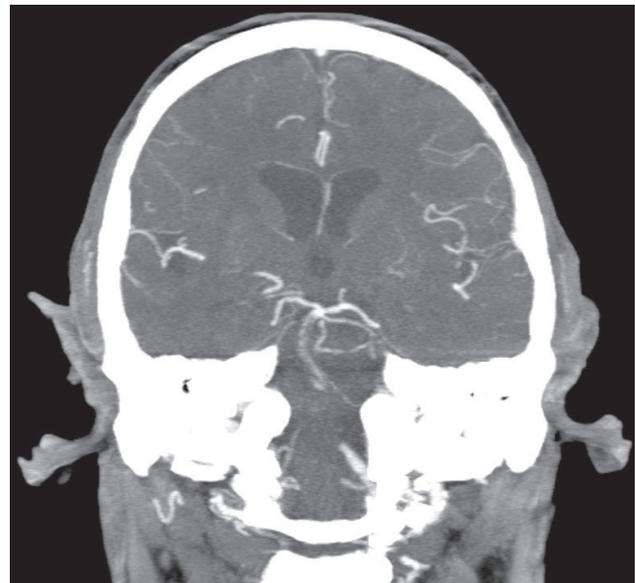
Angio TC cerebral coronal en donde se evidencia trombosis de arteria basilar
